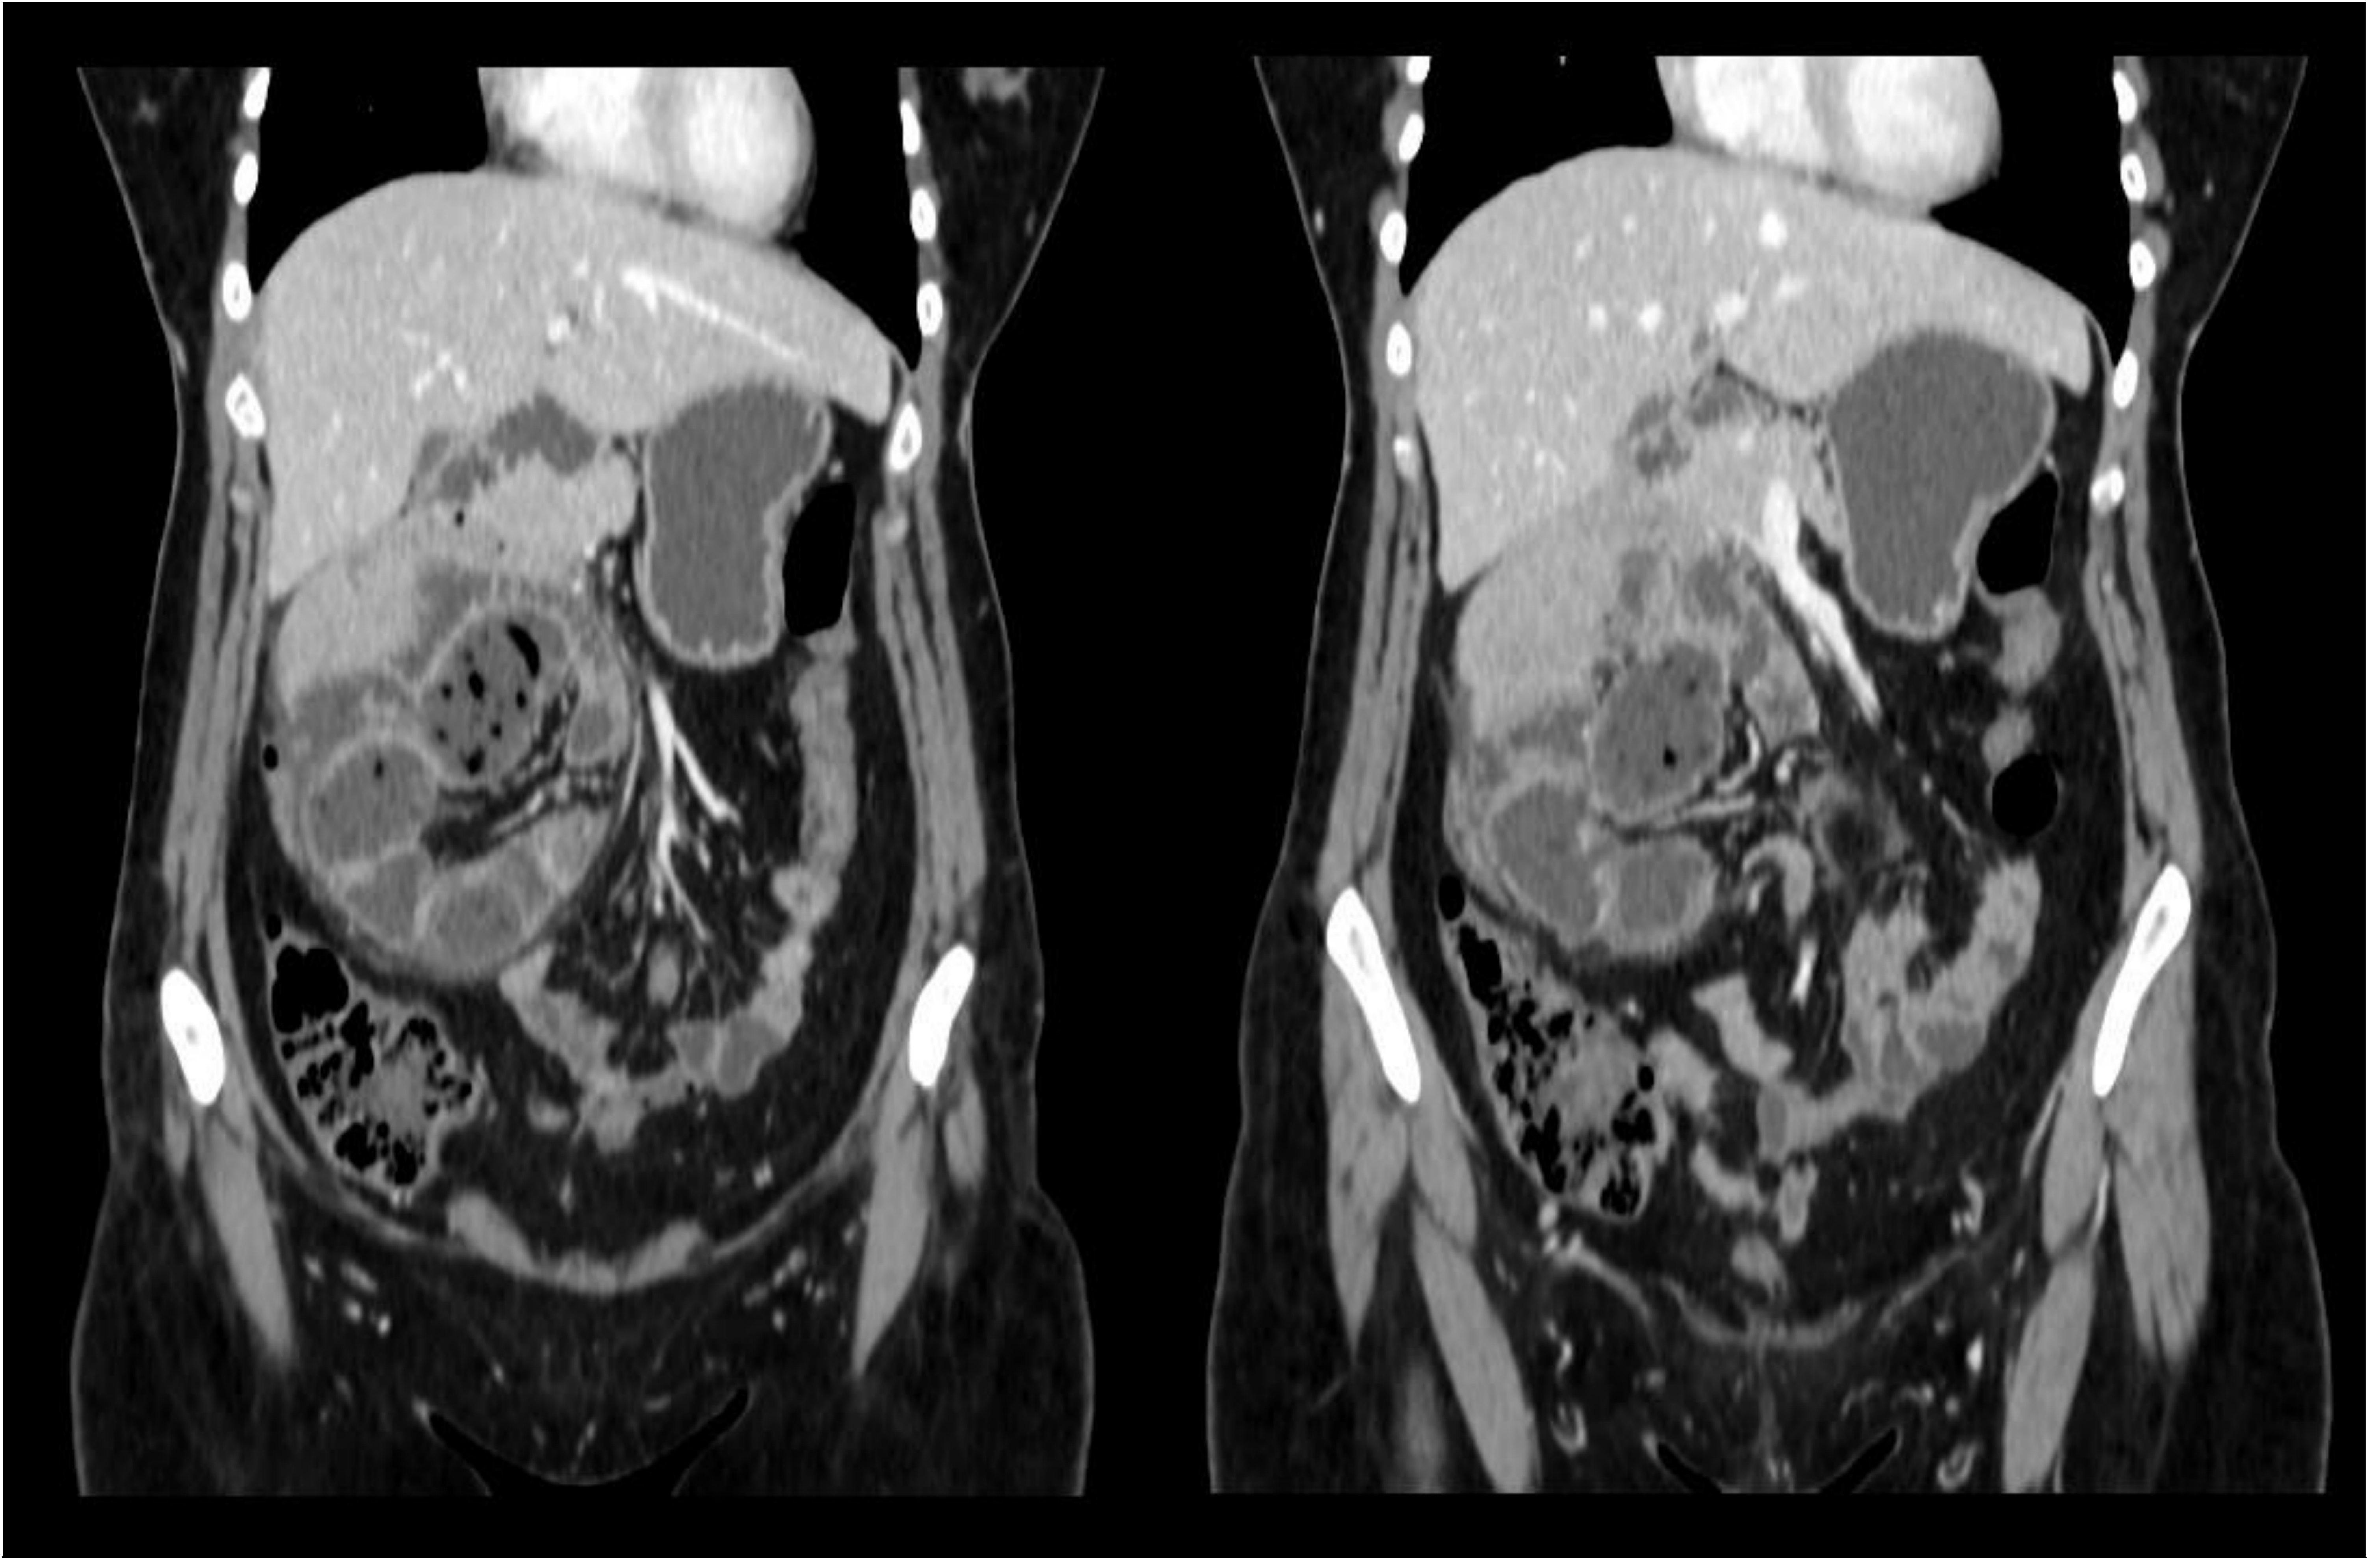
Las imágenes superiores corresponden a cortes coronales de TC tras administración de CIV con adquisición de las imágenes en fase portal. Estas imágenes corresponden a una paciente de 41 años con dolor abdominal de 12 horas de evolución. Estos hallazgos ya descritos en las figuras 7 y 8 muestran una hernia interna (paraduodenal derecha) como complicación de malrotación intestinal.
